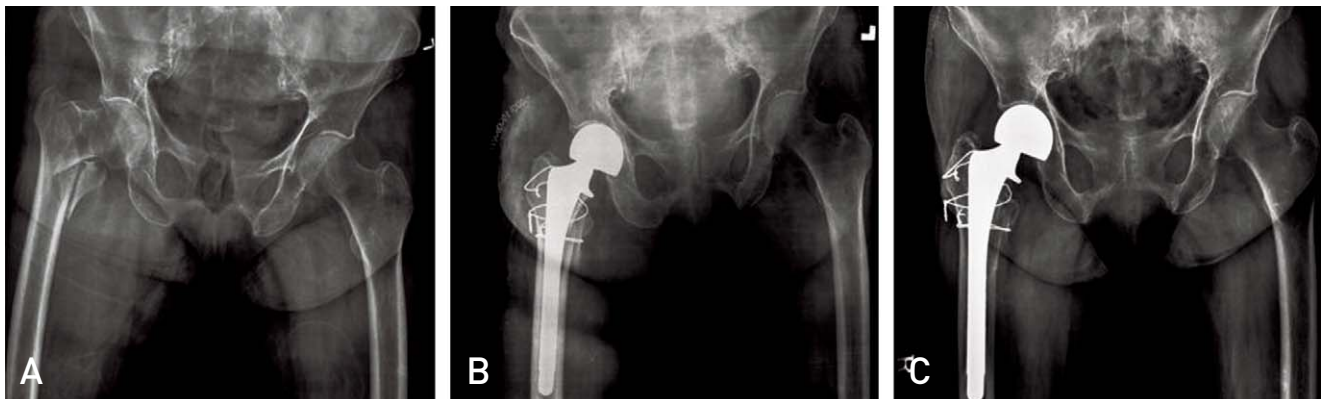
(A) Preoperative radiograph of 84 years old female with unstable intertrochanteric fracture in the right hip. (B) Cementless hemiarthroplasty was done after 3 days from injury. Wire & non-absorbable suture were used for fixation of greater and lesser trochanter. Ambulation using walker began 5 days after operation. (C) At last follow up, the patient restores the walking ability before injury without complication.
